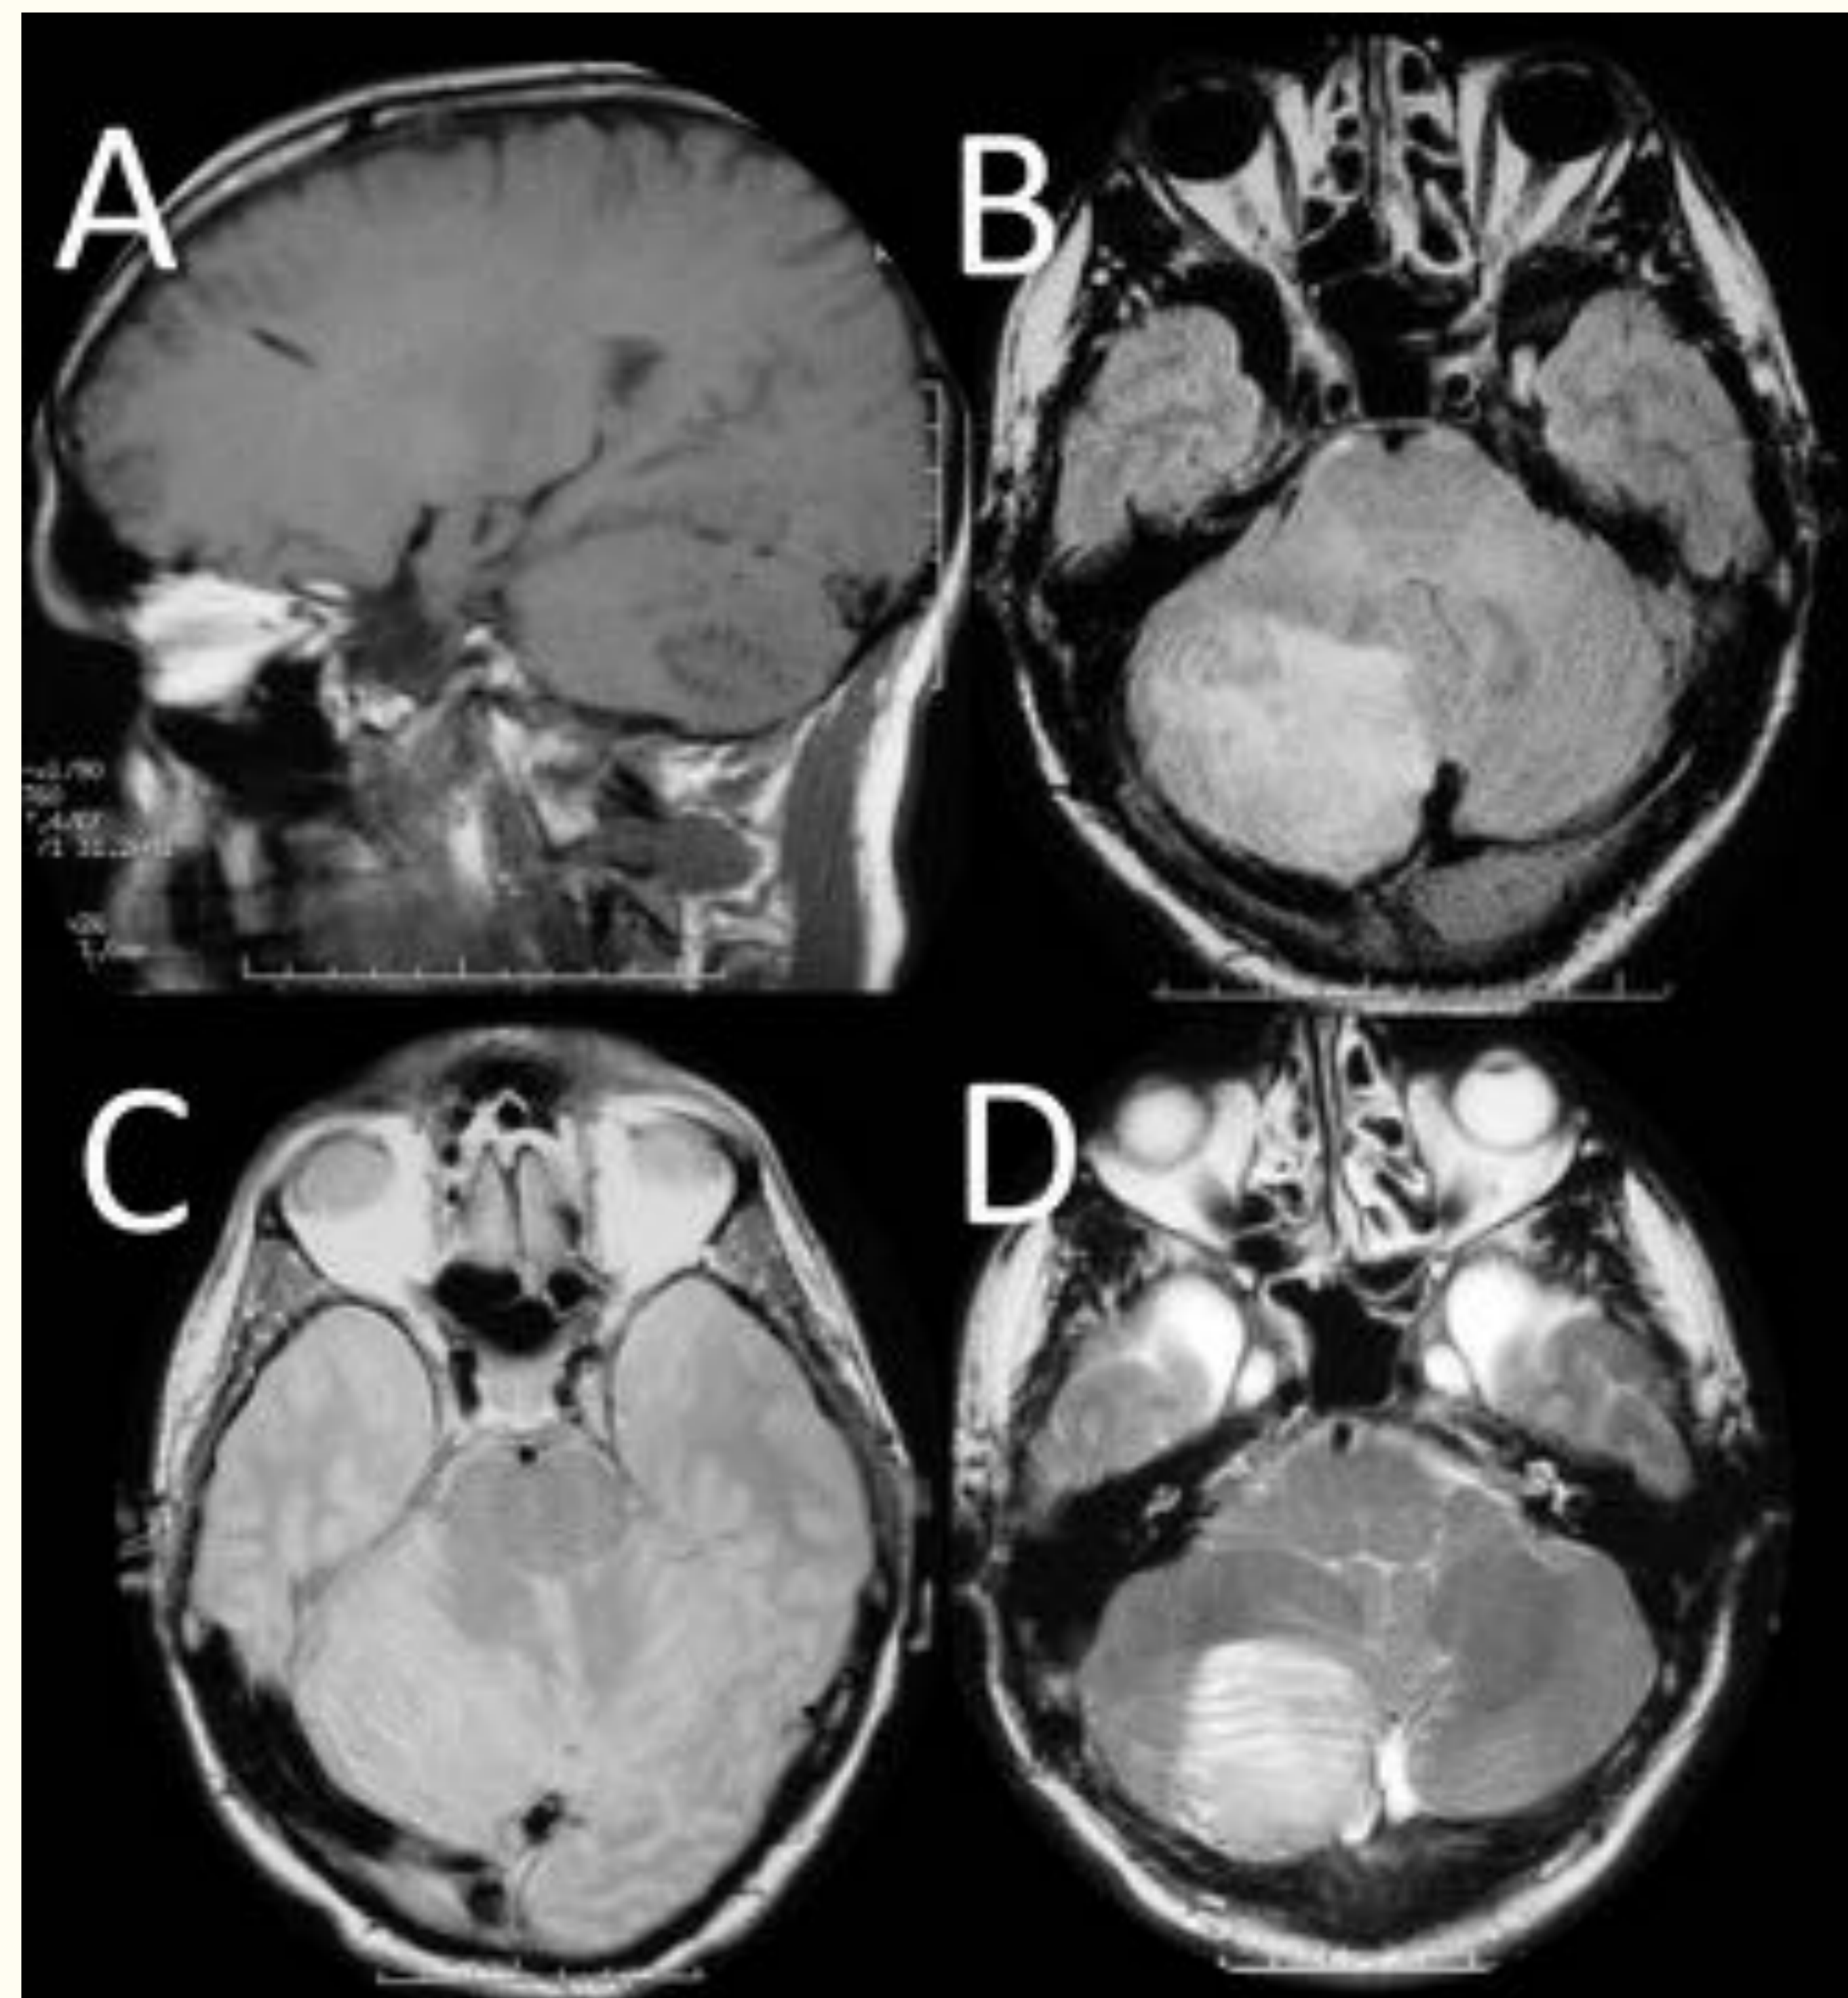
paciente adulto con enfermedad de Lhermitte-Duclos, se observa la masa hamartomatosa cerebelar. A: corte sagital T1. B: corte axial T2-FLAIR. C: corte axial DP. D: corte axial T2.
